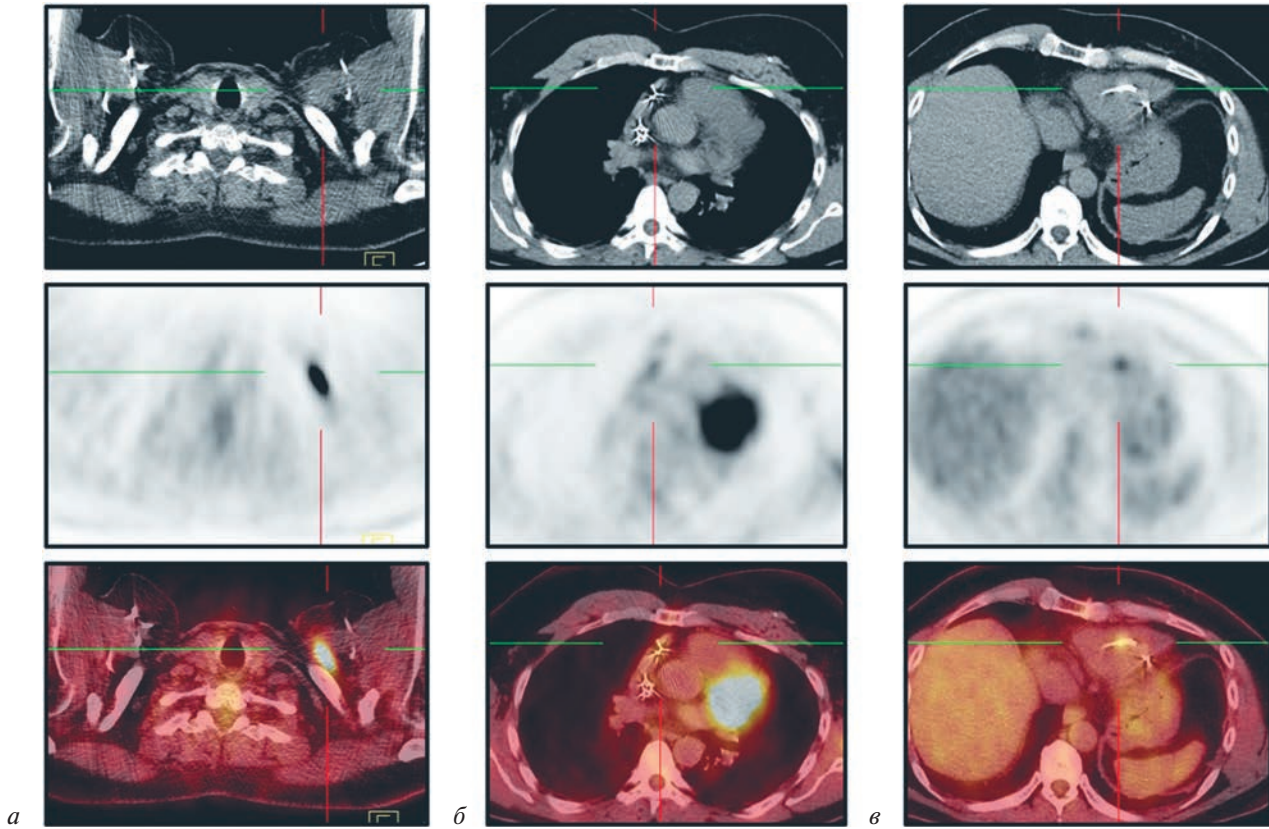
Результаты ПЭТ/КТ с  $^{18}\text{F}$ -ФДГ (аксиальные проекции изображений, сверху вниз: КТ, ПЭТ и фузионированной ПЭТ/КТ). Патологическое накопление  $^{18}\text{F}$ -ФДГ определяется:
